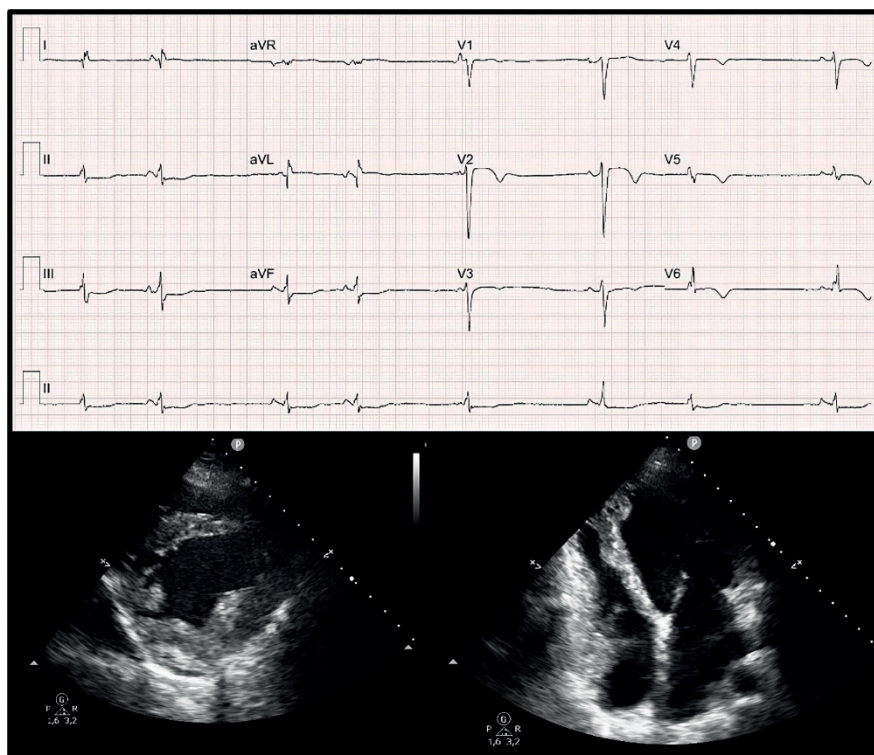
Eletrocardiograma: ritmo sinusal, lenta progressão de R em precordiais, PR curto, extrassístoles supraventriculares e alterações da repolarização difusas (superior). Ecocardiograma transtorácico eixo curto (esquerda) e apical 4 câmaras (direita) com hipertrofia excêntrica, fenótipo dilatado, 60 × 53 mm, septo interventricular 13 mm, fração de ejeção de 20% e disfunção moderada.
